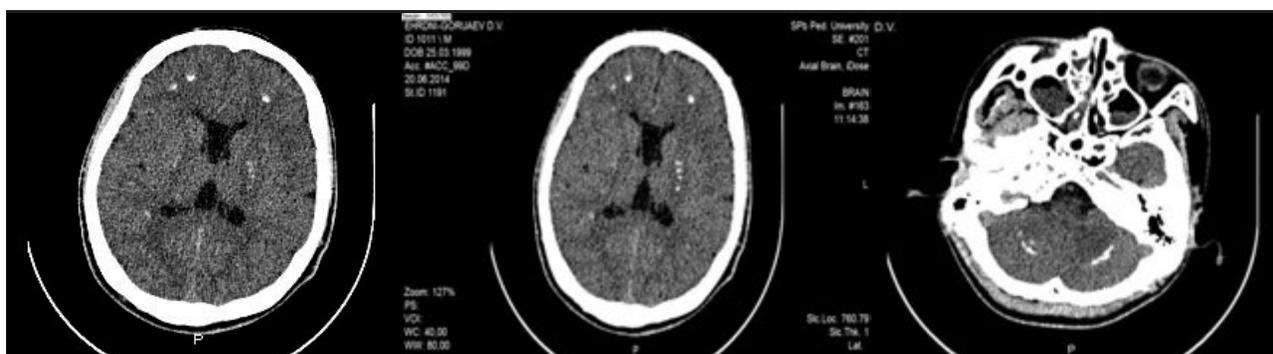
Компьютерная томограмма ребенка в возрасте 14 лет.
